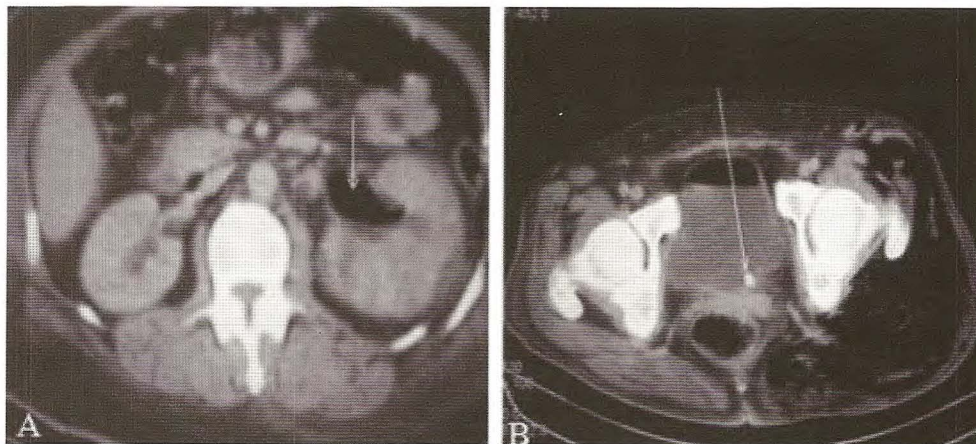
TDM abdominopelvienne. A. Aspect d'une pyélonéphrite emphysémateuse avec de l'air au niveau du pyélon (flèche) et collection périrénale. B. Présence de l'air dans la vessie et une lithiase de la jonction urétérovésicale (flèche)
